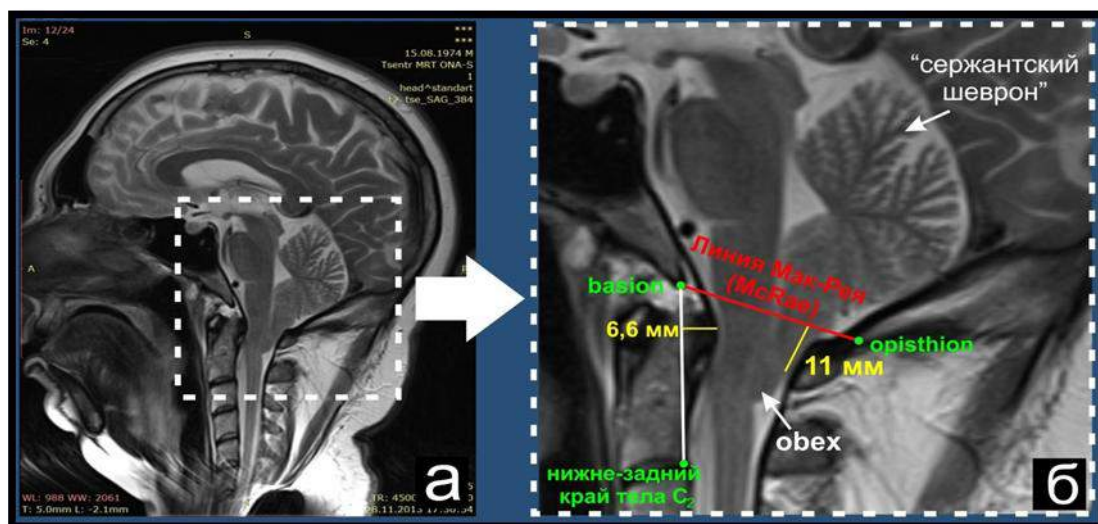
(а, б). МРТ головного мозга с захватом КВО Т2 ВИ, сагиттальная проекция у больного с МК I: а – обзор сагиттальной проекции; б – оценка остеоневральных соотношений по линиям.
